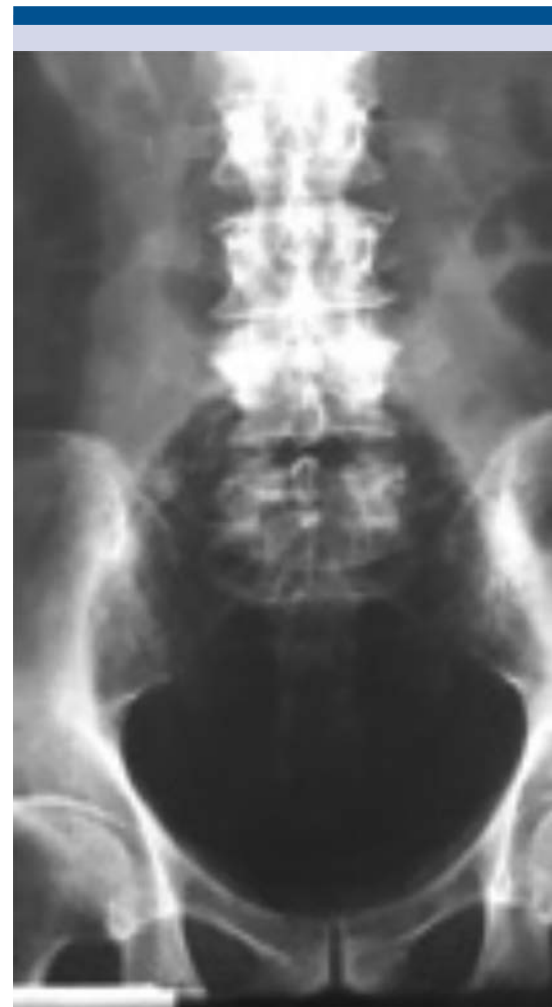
Radiografía simple de pelvis que evidencia un halo hipodenso perivesical.
